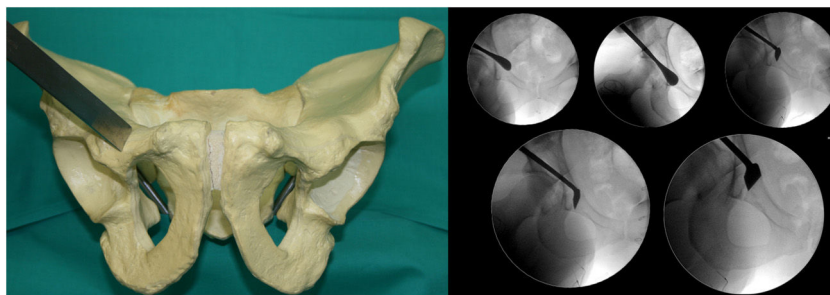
Primera osteotomía; osteotomía púbica inmediatamente después de la lágrima. Supervisado por radiografías de pelvis antero-posterior.
